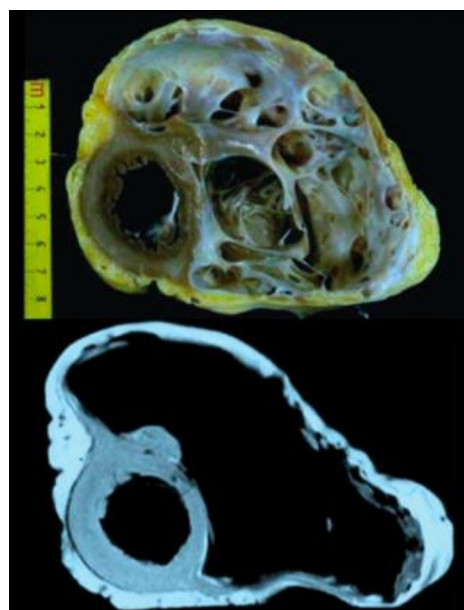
In alto: sezione trasversa di cuore da paziente sottoposta a trapianto cardiaco nel 1996 (precedentemente riportato da Dalla Volta nel 1961): si noti la notevole dilatazione del VD. In basso: RM cardiaca in vitro
